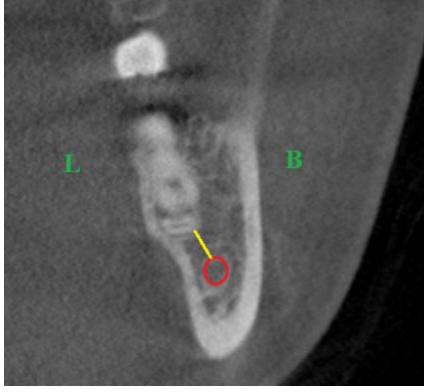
Konik ışınli bilgisayarlı tomografide koronal görünümü referans noktaları
